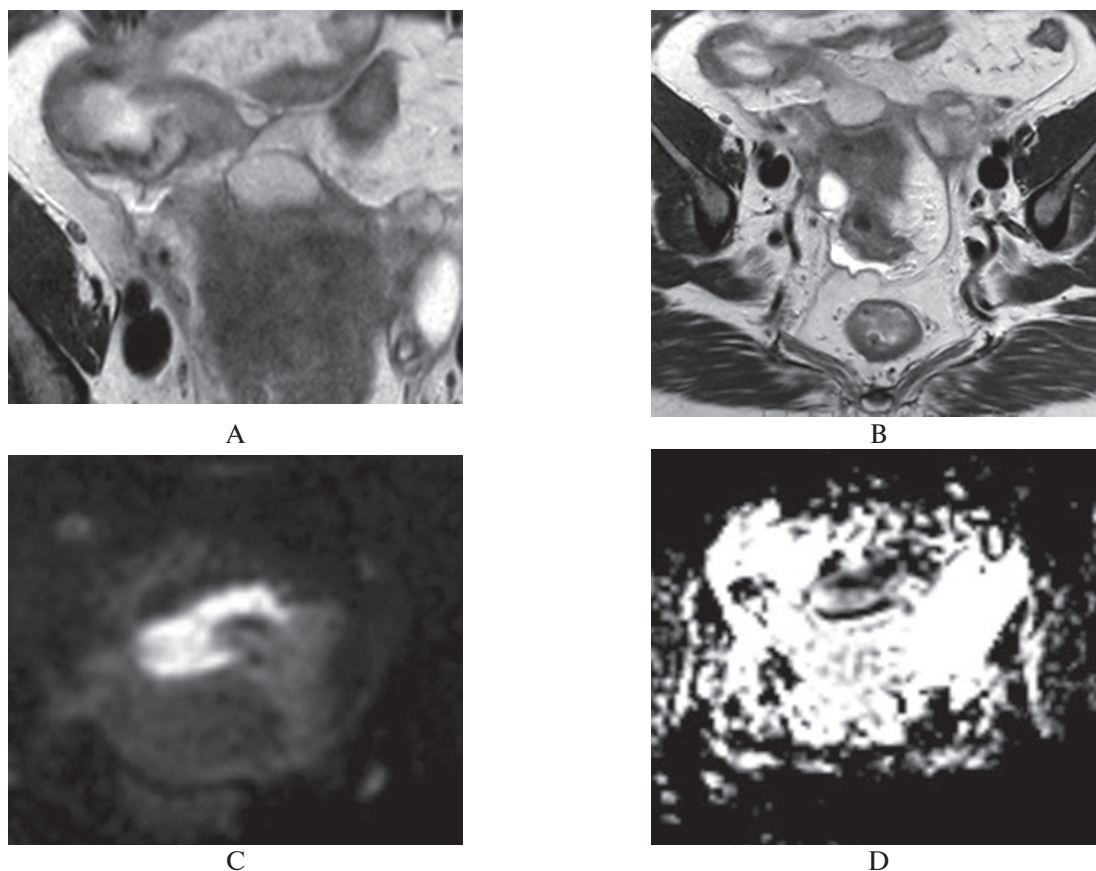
А – связь аппендикулярного инфильтрата с куполом слепой кишки (T2-ВИ, аксиальная плоскость); В – прилежание инфильтрата к серозной оболочке дна матки и левому яичнику с перифокальной зоной фиброза (T2-ВИ, аксиальная плоскость); С – ограничение диффузии от содержимого червеобразного отростка (DWI b1000); D – карта измеряемого коэффициента диффузии (ADC).
